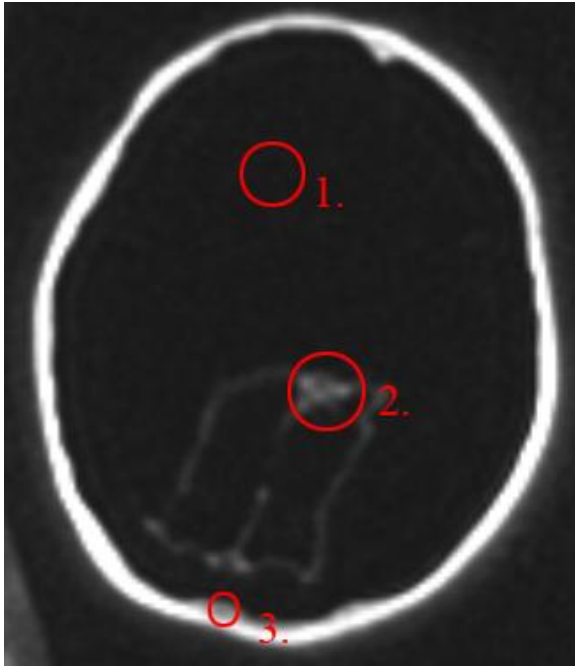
Peru, Bild 1, MRT
